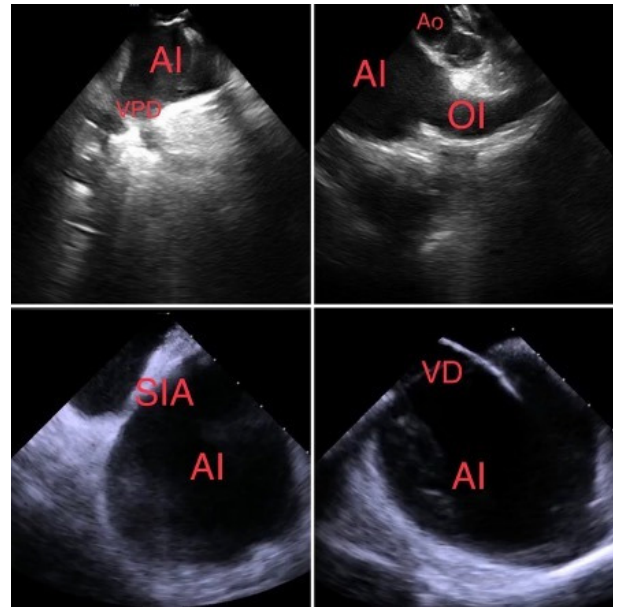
Ecografía intracardiaca en ablación de FA. A. Vista de aurícula izquierda con la bifurcación de las venas pulmonares derechas. B. Vista de orejuela izquierda desde tracto de salida del ventrículo derecho. C. Fosa oval desde la aurícula derecha. D. Vaina deflectable pasando por septum interauricular. AD: aurícula derecha, VD: ventrículo derecho. TSVD: tracto de salida del ventrículo derecho. OI: orejuela izquierda, AI: aurícula izquierda, Ao: aorta. SIA: septum interauricular. VPD: venas pulmonares derechas.
